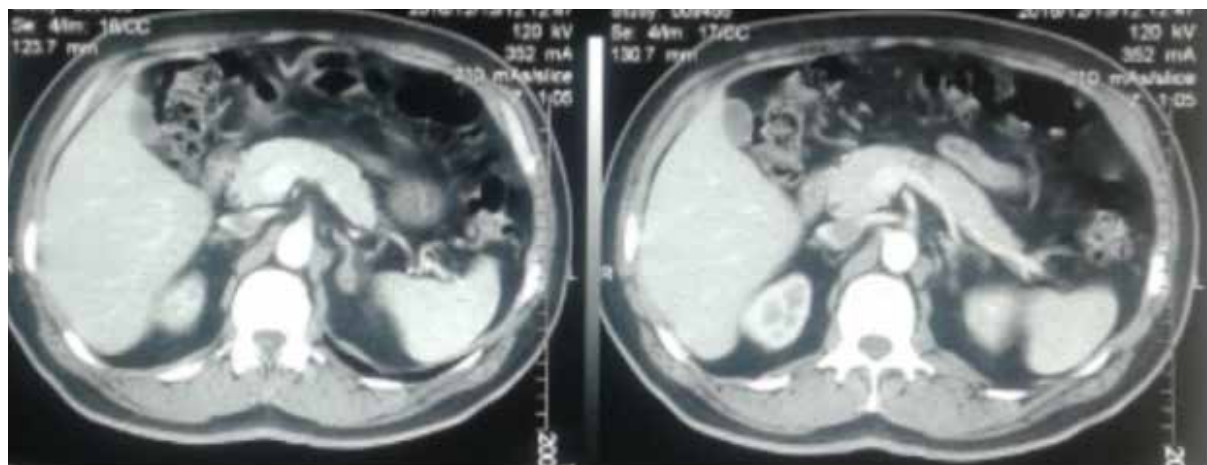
Tomografía computarizada de abdomen con contraste: muestra en la glándula suprarrenal izquierda, a nivel de tercio medio, un nódulo isodenso de 13 mm x 17mm que presenta realce homogéneo de 30 UH a la administración de sustancia de contraste.
